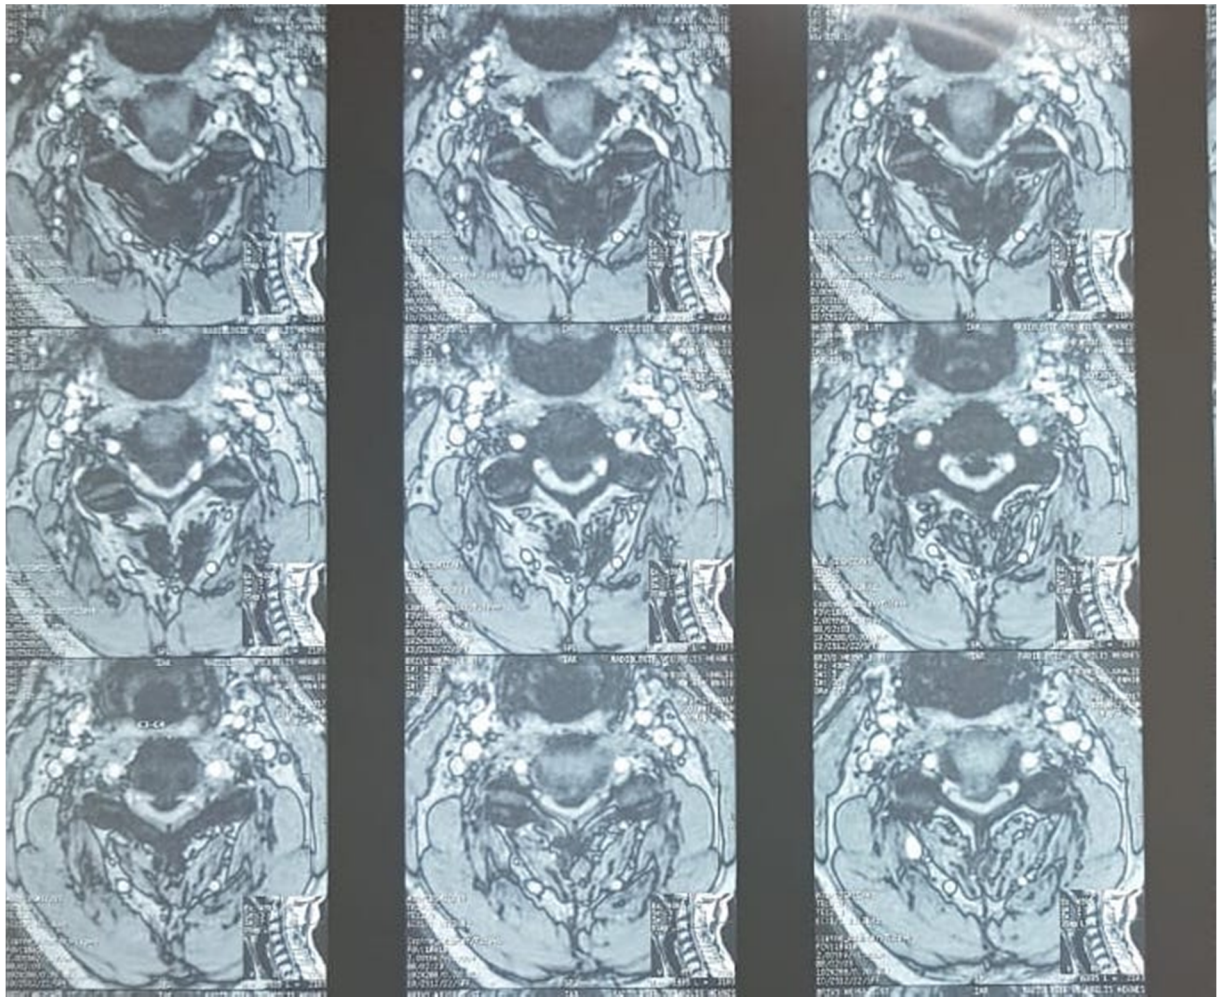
IRM en coupe axiale montrant une hypertrophie du ligament vertébral commun postérieur
